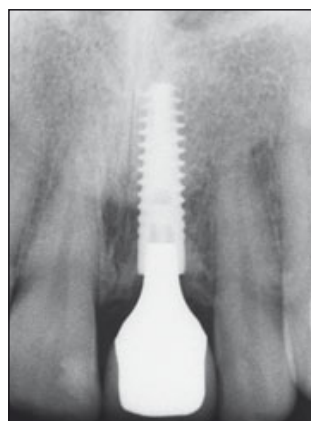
und n (m) Die intraorale Röntgenaufnahme etwa 5 Jahre nach der definitiven Restauration zeigt eine stabile periimplantäre Situation. (n) Das DVT etwa 6 Jahre nach der definitiven Restauration bestätigt, dass das Implantat labial mit Knochen bedeckt ist. Die krestale labiale Knochenwand, die mit Knochen-Chips aus dem Unterkiefer transplantiert worden war, zeigt die Dichte und Qualität des Unterkieferknochens.
